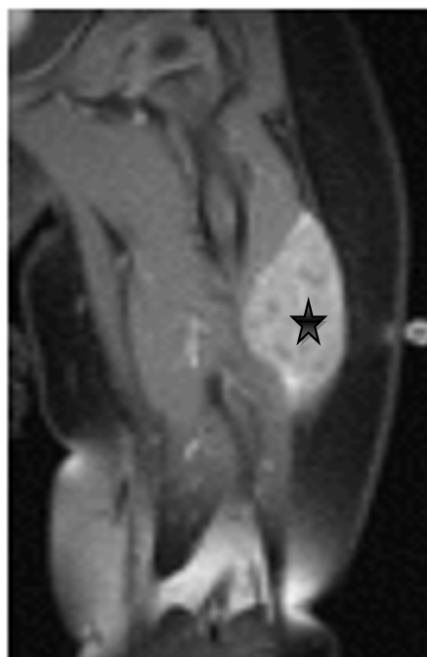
Léiomyome de la cuisse gauche chez une fillette de 16 mois(étoile). L'IRM coronale T2 montre une masse hyperintense bien définie. Les petits foyers hypointense à l'intérieur de la lésion représentent des calcifications.(45)
